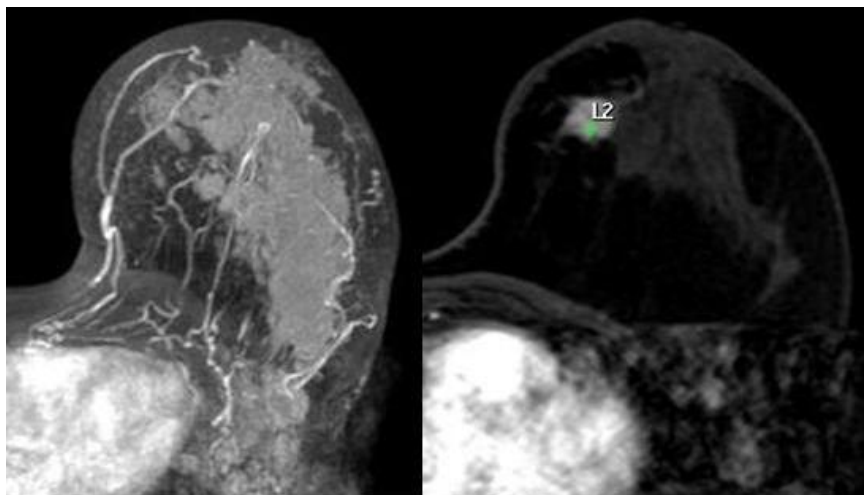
Exemple sobre les diferències de volum tumoral observades a l'estudi. Es visualitza a la dreta una imatge de l'estudi RM en una seqüència potenciada en T2 fast spin eco 3D en el pla axial a una pacient amb Carcinoma Infiltrant i, a l'esquerra, una imatge axial potenciada en T2 fast spin eco d'una pacient amb CDI.
